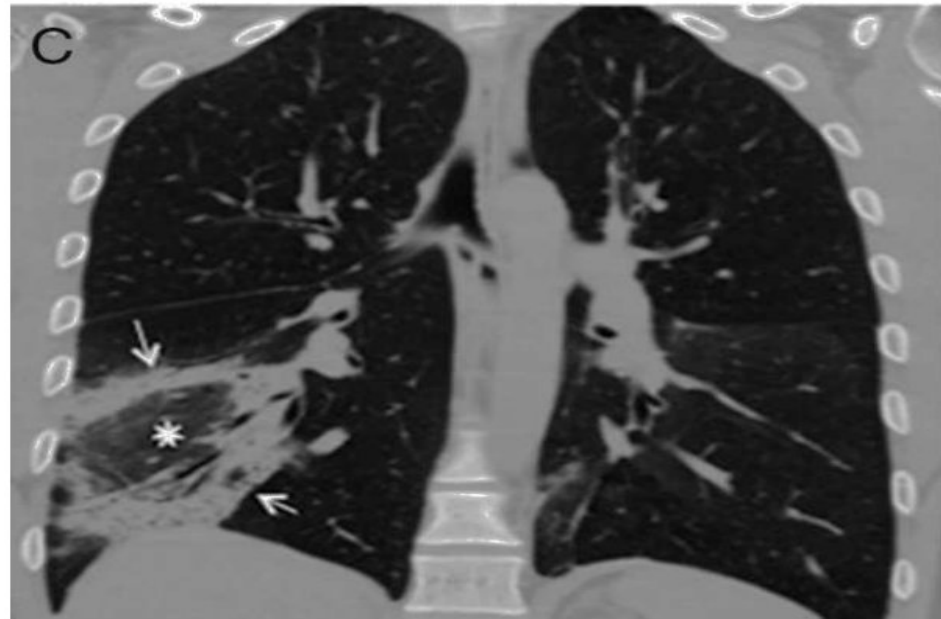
Reconstrucción coronal de TC de tórax donde, en el LID, se evidencia un área central de atenuación en vidrio deslustrado (estrella blanca) con un área periférica de consolidación, formando un anillo casi completo, en relación con signo del «halo invertido» o del «atolón» (flechas blancas). Tomado de (C. Utrilla Contreras, 2013)
